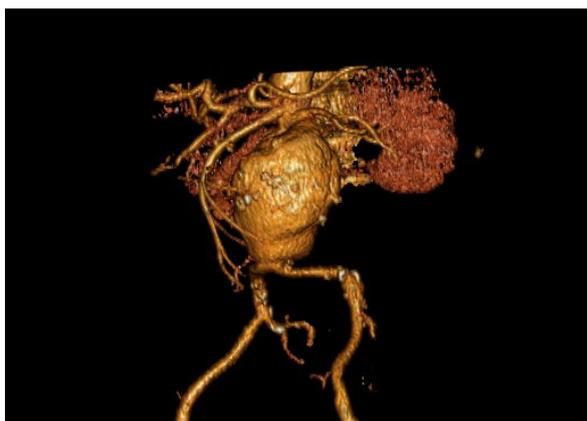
СКТ-аортография. Инфраренальная аневризма брюшного отдела аорты
